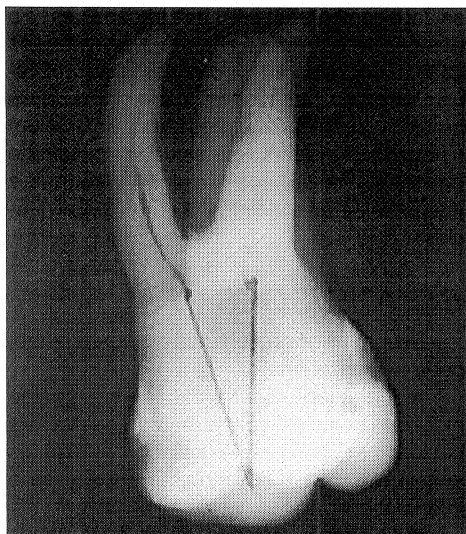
Radiografia de molar superior com as linhas traçadas partindo da entrada dos canais MV e DV até o ponto de eleição situado na convergência das vertentes internas das cúspides vestibulares.
